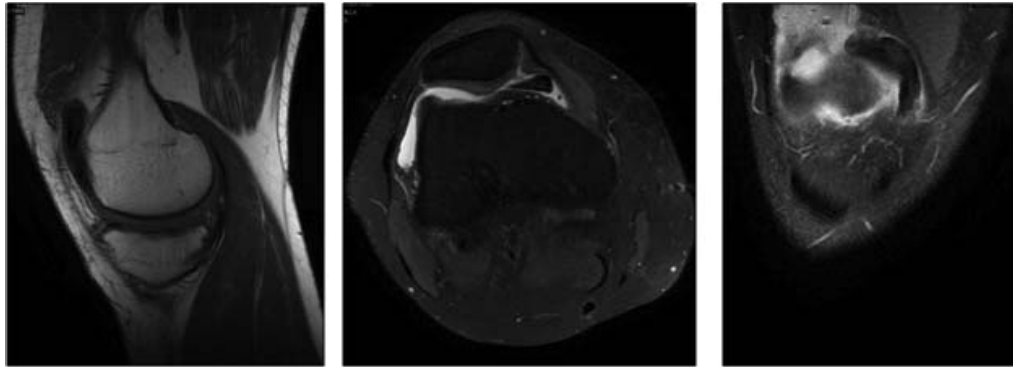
A: corte coronal de RM en secuencia T2 de rodilla derecha, donde se observa la lesión del cuerpo del menisco interno asociada a la rotura del LCA. B: corte sagital de RM en secuencia de T2, donde se aprecia la desestructuración del cuerno posterior del menisco interno.
